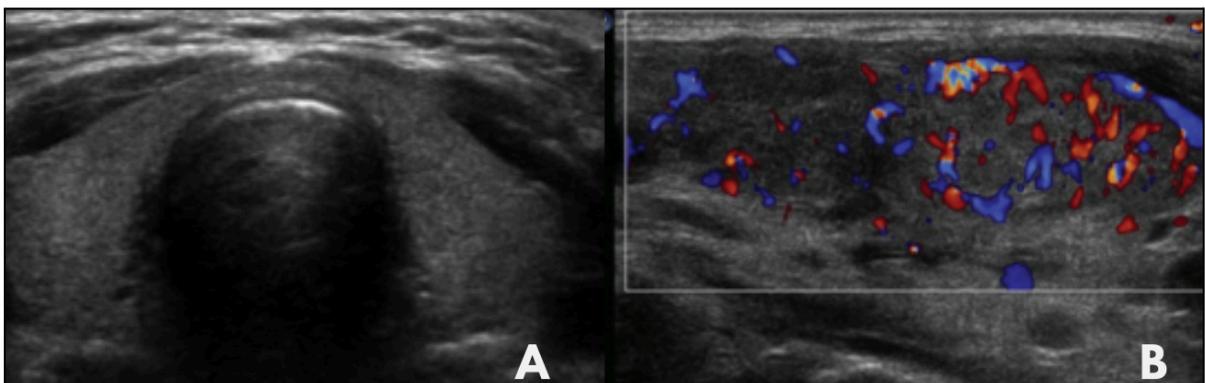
Comparação do padrão radiológico da tireóide normal e Tireoidite de Hashimoto. (A) - Padrão radiológico visto na glândula tireóide normal: imagem transversal da USG mostra a ecogenicidade homogênea do tecido normal da tiróide e a espessura normal do istmo. (B) - Padrão radiológico visto na Tireoidite de Hashimoto usando USG longitudinal com Doppler: paciente do sexo
